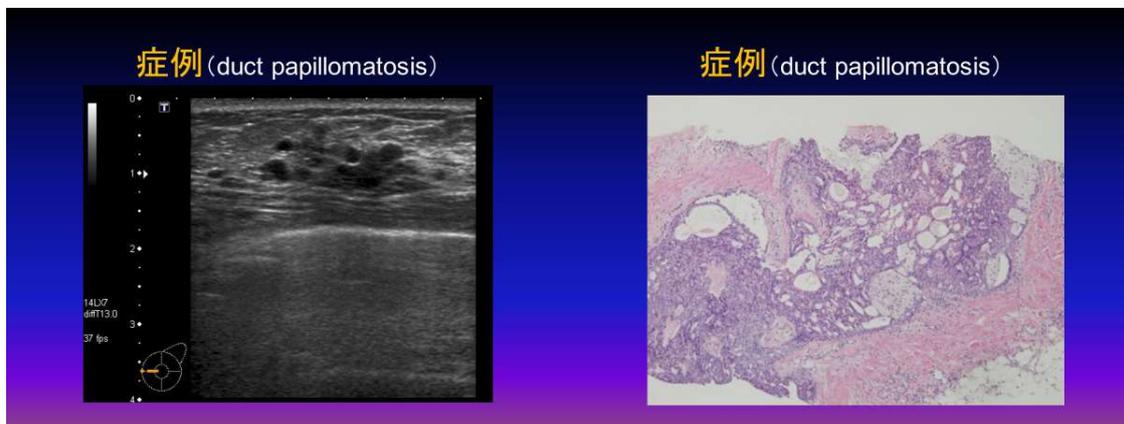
多発小嚢胞：小嚢胞が限局性に多発し、その周辺には低エコー域が存在したが悪性所見は認めなかった。
